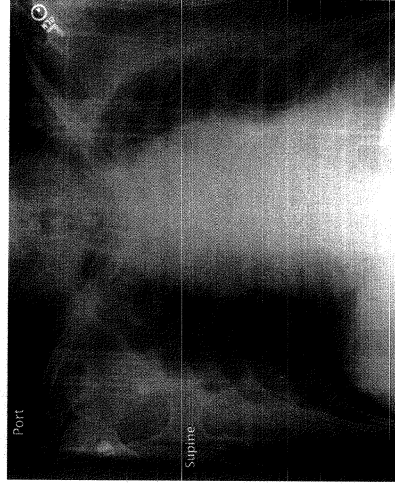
Chest x-ray in a patient with BAI. The mediastinum is markedly widened, the aortic contour is abnormal, a left apical cap is present, the trachea is deviated toward the right, upper rib fractures are present, and a left hemothorax is noted.
